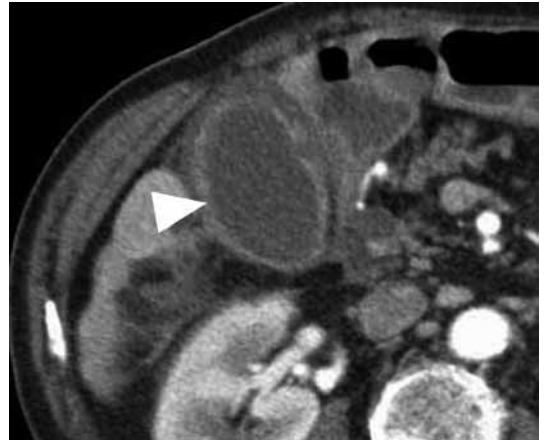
Colecistitis aguda no complicada. Examen axial TC tras administración de contraste intravenoso; corte a nivel de fosa vesicular. Engrosamiento de la pared vesicular difuso con captación de contraste y borramiento de la grasa perivesicular (cabeza de flecha). No evidencia de abscesos ni de colecciones.
